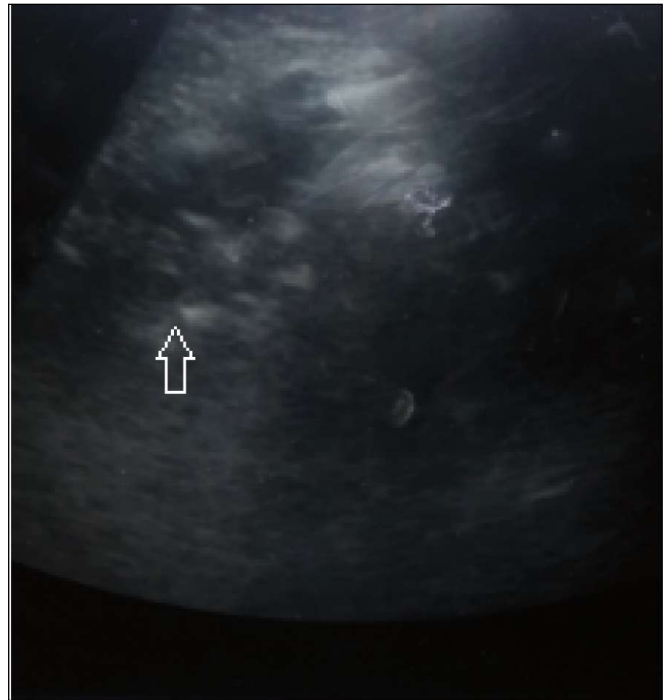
Fluid bronchograms (arrow), which are frequently observed in lobar pneumonia, appear as non-echogenic tubular structures with hyperechoic walls but without color Doppler signals.
